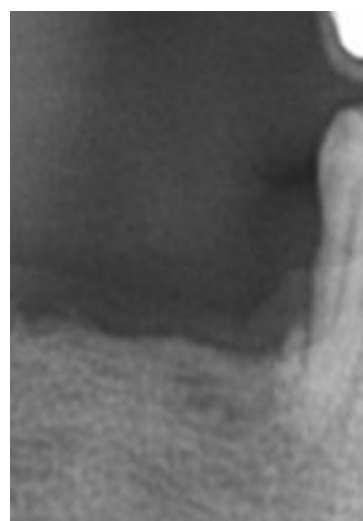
Копия рентгенограммы того же больного. 6 месяцев после удаления зуба. На фоне лунки определяется крупнопетлистый рисунок новообразованной костной ткани.
